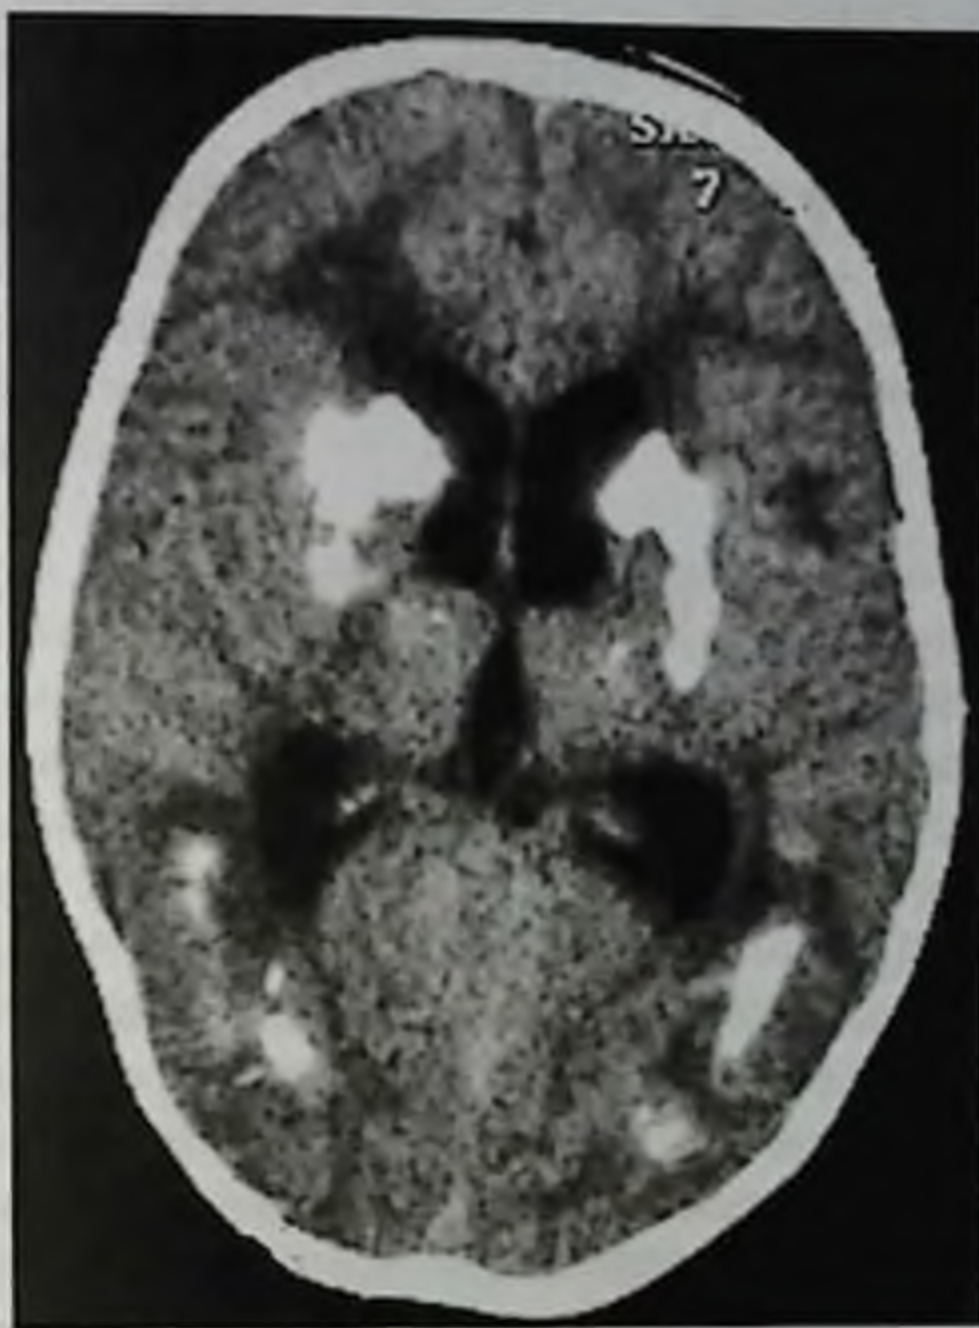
Токсоплазмоз головного мозга: видны множественные петрификаты. Компьютерная томограмма
